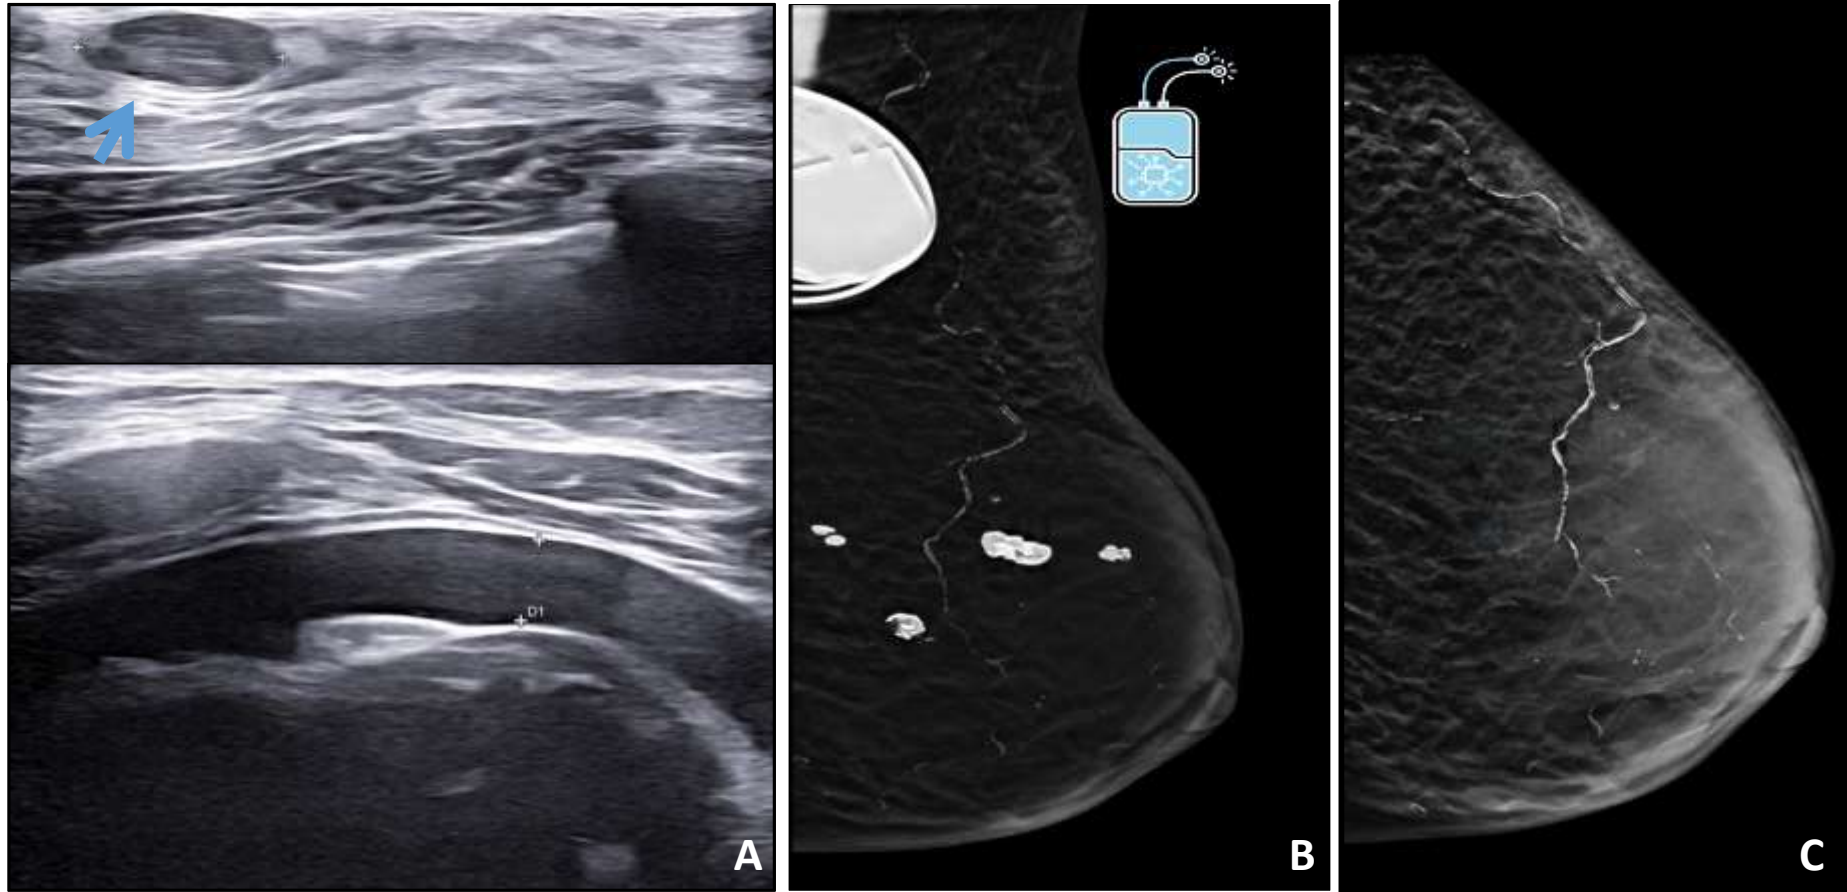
A) Ecografía mamaria de control para un nódulo BI-RADS 3 con hallazgo incidental de un derrame pericárdico circunferencial leve. B) Marcapasos cardíaco. C) Mamografía: Aumento de la trabeculación de la grasa mamaria sugestivo de edema (insuficiencia cardíaca).
